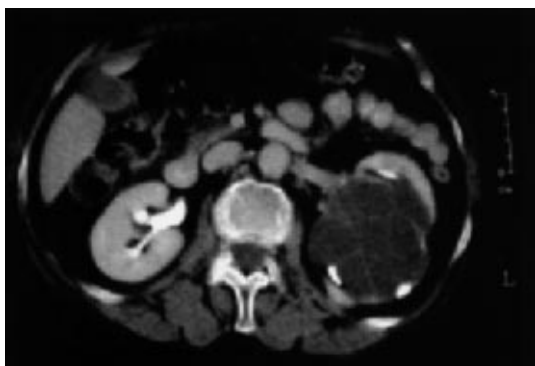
TAC: Quisto tipo IIF de Bosniak (atípicas significativas)
